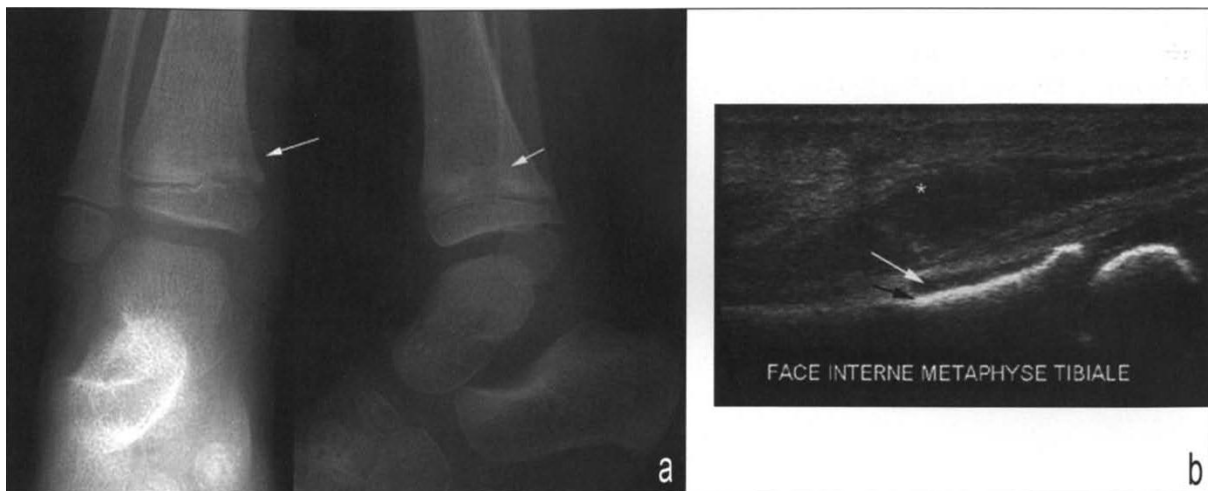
Plage d'ostéolyse métaphysaire tibiale b. L'échographie montre une collection sous-périostée (flèche blanche) rompue dans les tissus mous de voisinage (astrique) Corticale osseuse (flèche noire).
